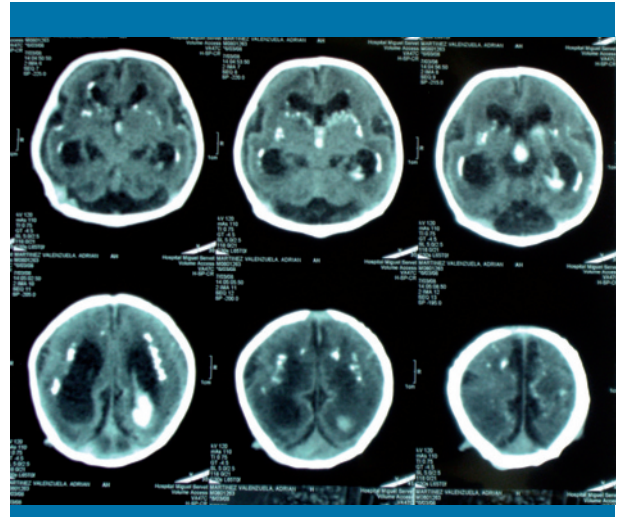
Tomografía computarizada craneal. Sistema ventricular amplio con cisterna magna muy desarrollada, calcificaciones periventriculares, subcorticales y en núcleos de la base. Se aprecia, además, una lisencefalia con ausencia de surcos cerebrales y una hemorragia intraventricular, más llamativa en el plexo coroideo del ventrículo lateral izquierdo y el tercer ventrículo
